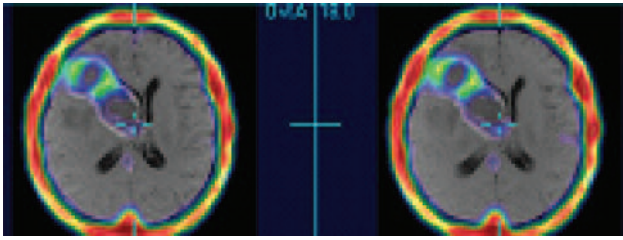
ОФЕКТ/МРТ хворого з пухлиною правої лобової ділянки головного мозку
